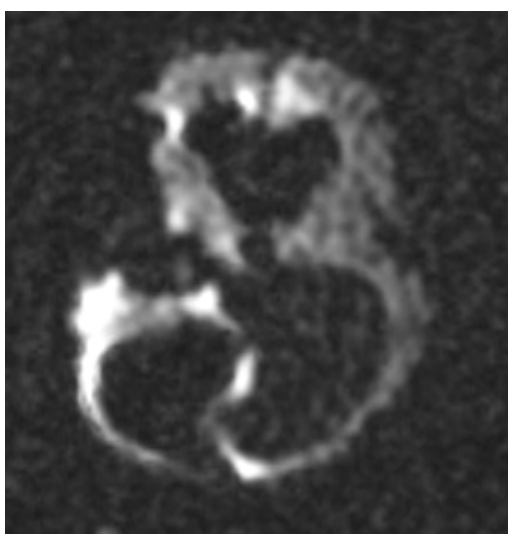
Ecografia/RMN (T2 SSFSE e DIFFUSION): Emorragia cerebrale di 4° grado (32 settimane). Sezioni assiali.
